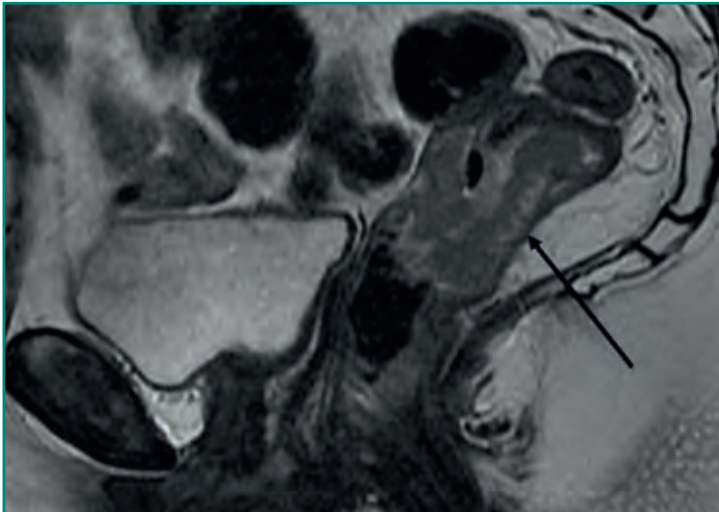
RM de pelvis potenciada en T2 y proyección sagital que demuestra un carcinoma de recto.
